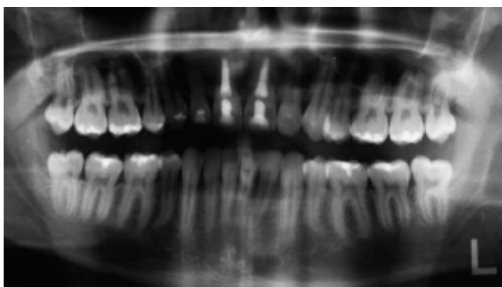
Imagen de radiografía panorámica.³¹
